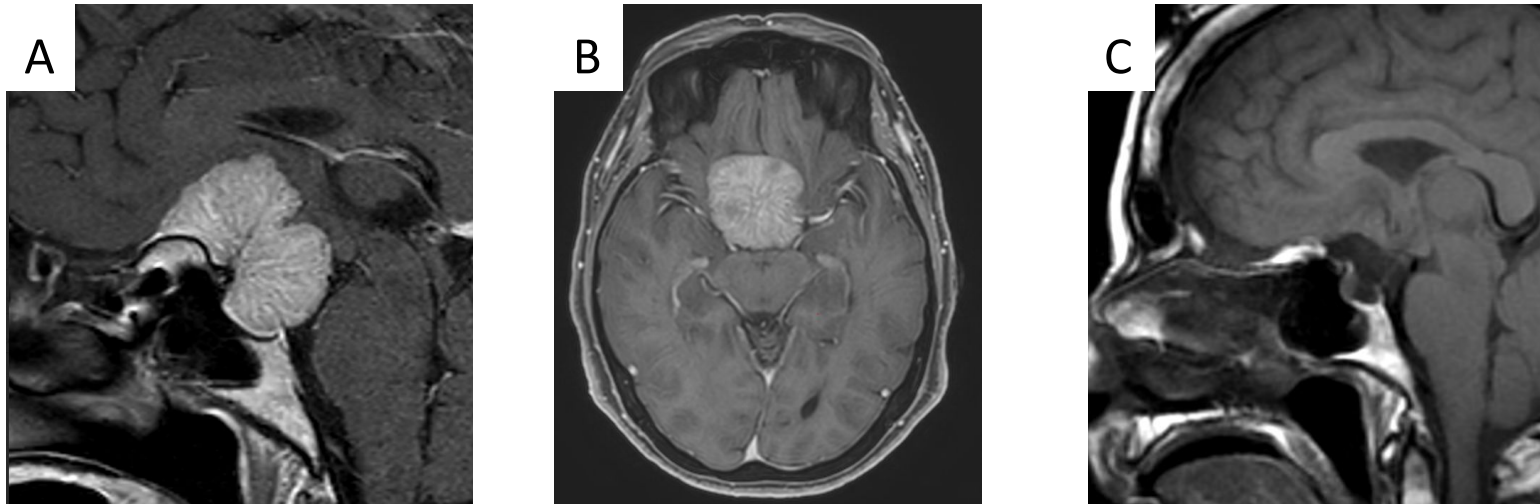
Masa extraaxial sólida en región selar y supraselar, que presenta cola dural y realce intenso y homogéneo en relación con meningioma de plano esfenoidal. (Imágenes A y B). Imagen C: RM postoperatoria donde se aprecia resección completa del meningioma y silla turca vacía
